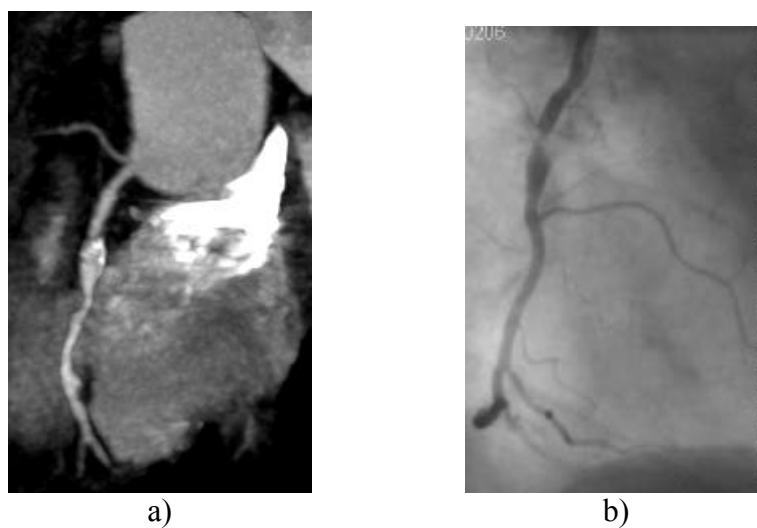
62-jähriger männlicher Patient. 1-G-KHK. A: CT-Koronarangiographie. Hochgradige verkalkte Stenose der proximalen RCA. B: Invasiver Herzkatheter. C: 3D-VRT.
